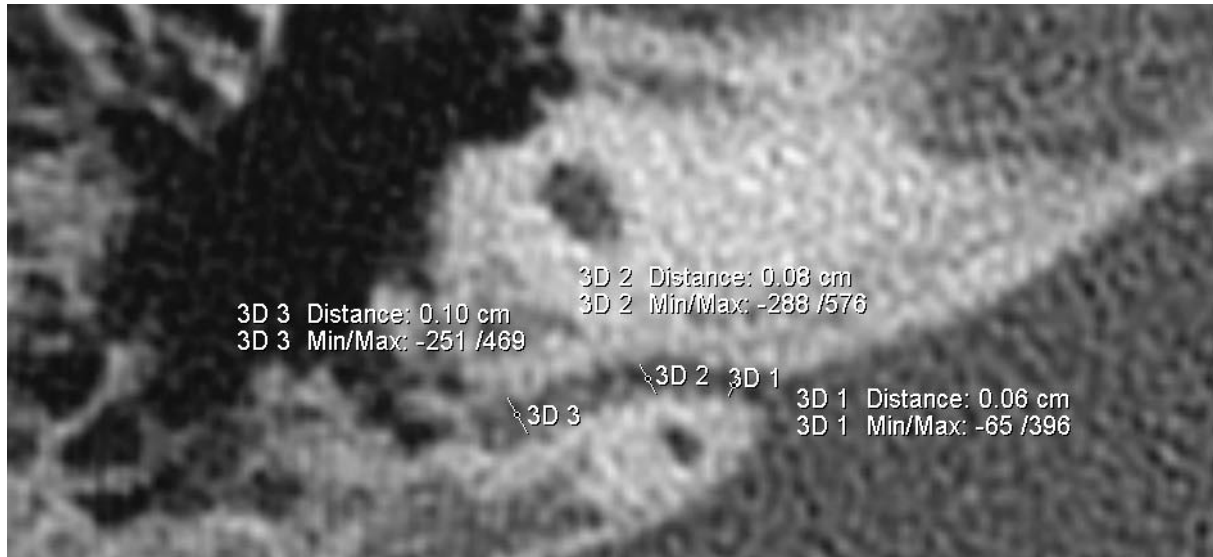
Messung des Durchmessers petromastoidalen Kanals außen {3D 3} [CT_SAC_DA_re], in der Mitte {3D 2} [CT_SAC_DM_re] und innen {3D 1} [CT_SAC_DI_re] mit Tool ‚2D Distance‘
